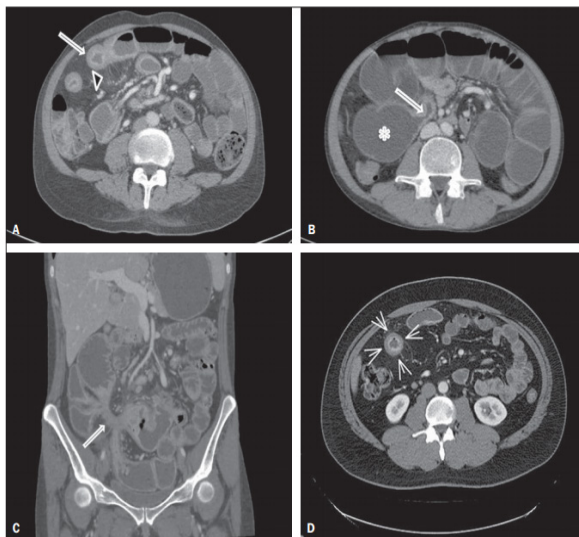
Arquivo de Radiologia Brasileira. Avaliação da doença de Crohn por meio da enterografia por tomografia computadorizada: qual o impacto da experiência dos examinadores na reprodutibilidade do método? 2017. A: A seta indica o espessamento com realce da mucosa da alça de delgado e a cabeça de seta sinaliza o “sinal do pente”. B: O asterisco indica uma dilatação das alças intestinais e a seta, estenose ileal. C: Fístula que comunica as alças intestinais na fossa ilíaca direita está sinalizada pela seta (imagem estrelada). D: As setas demarcam a estratificação mural da alça ileal com realce mucoso.
